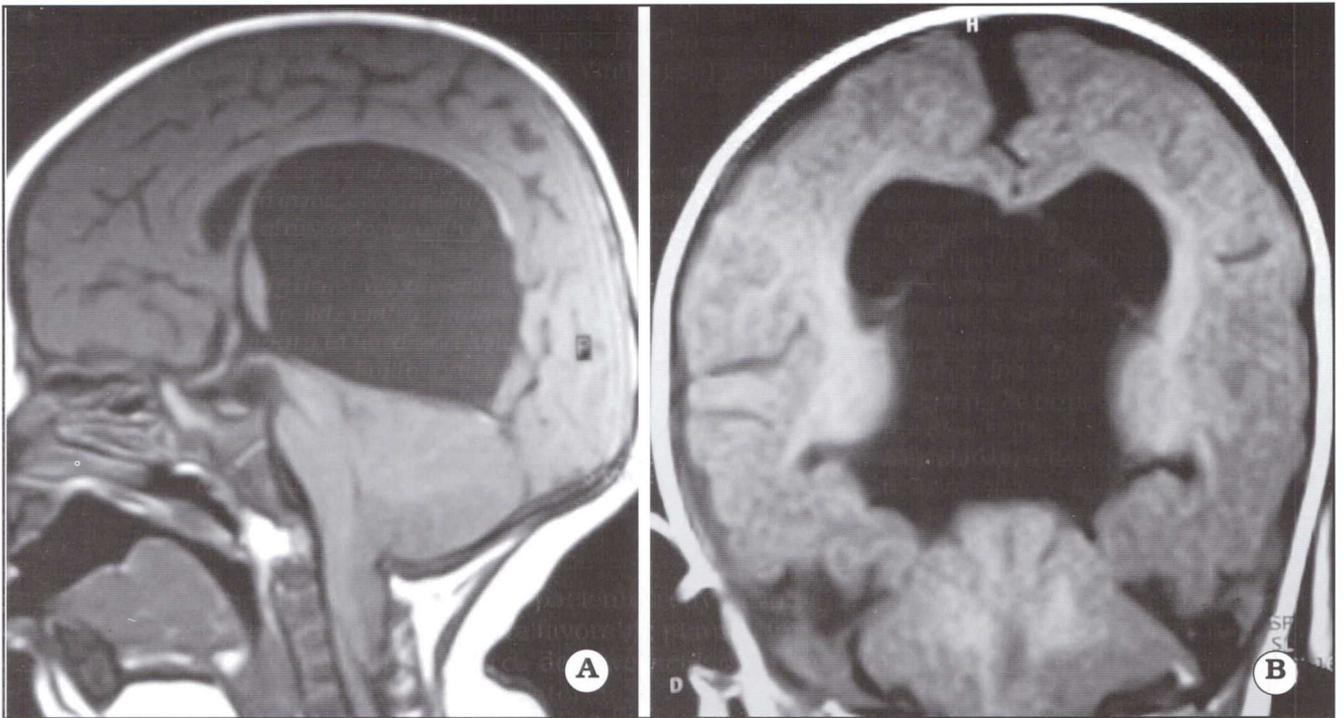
Quiste cuadrigeminal. A. IRM preoperatoria, corte sagital en T1. B. IRM preoperatoria, corte coronal en T1.
